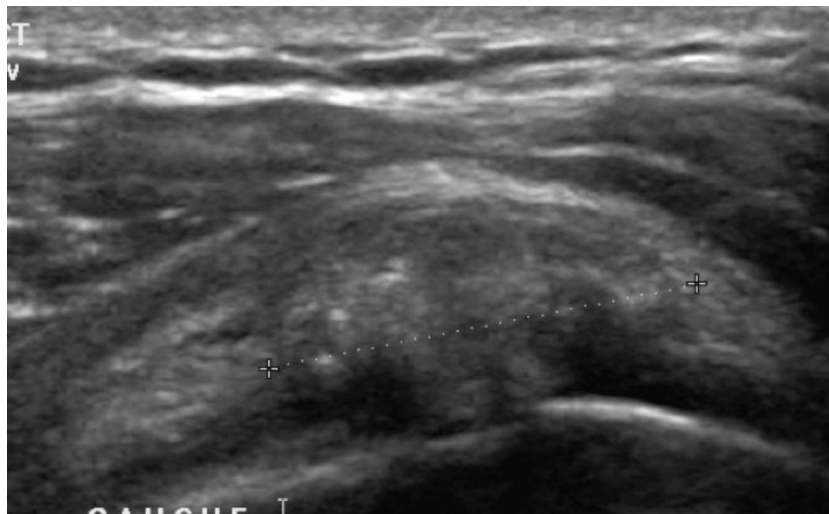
calcification fantôme à la radiographie standard, vu uniquement sur l'échographie, elle est dite « laiteuse ». Intérêt du couple US-RX dans le diagnostic.
